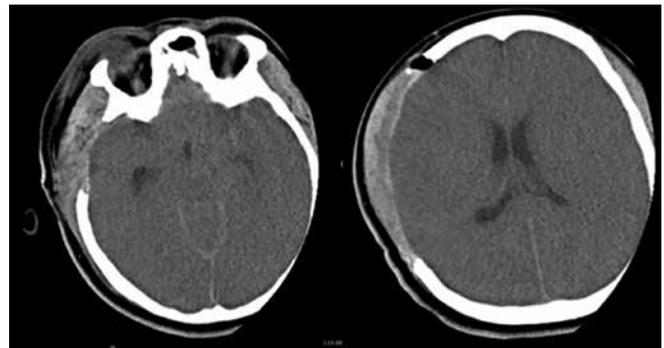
Cortes axiales de tomografía simple de cráneo. Se muestra borramiento de los surcos y cisternas basales secundario a edema cerebral severo, así como pérdida de diferenciación de la sustancia gris y blanca, signos radiológicos más evidentes que presentó el paciente del presente caso.
